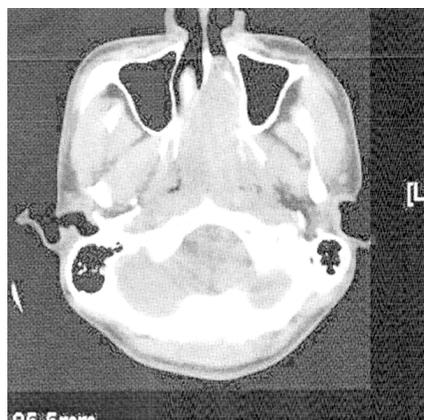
鼻咽纤维血管瘤 II 期,CT 平扫及增强显示鼻咽部软组织肿块侵入鼻腔及部分翼腭窝,境界清晰,明显强化欠均匀
